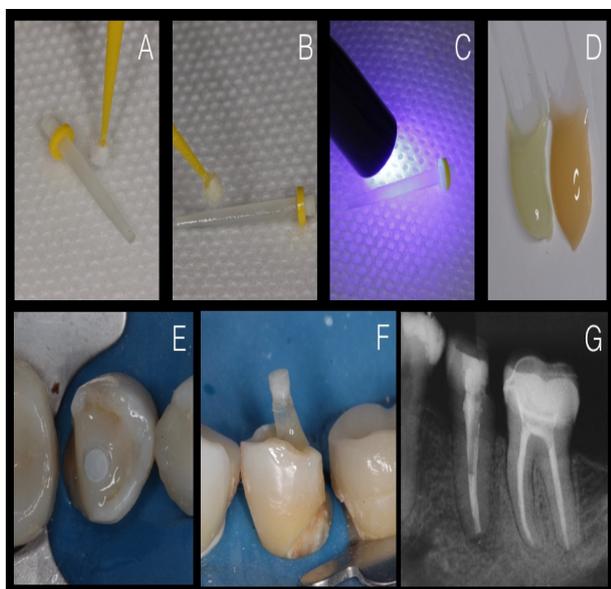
Preparo e cimentação do núcleo: A) Aplicação de silano; B) Aplicação de adesivo; C) Fotopolimerização do adesivo; D) Cimento Dual dosado; E/F) vista oclusal e frontal do núcleo cimentado respectivamente; G) Radiografia periapical após a cimentação do núcleo.
